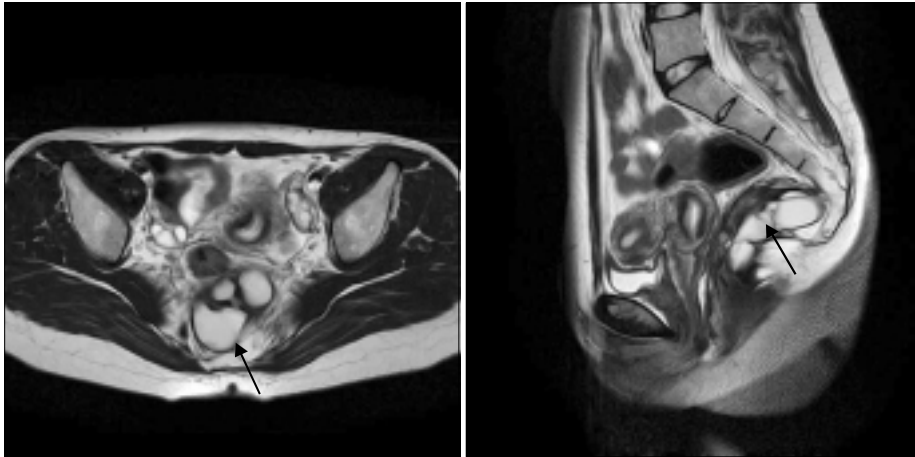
MRI reveals as well-circumscribed, thin walled, multi-loculated cystic mass in retro-rectal area, showing high signal intensity on T2 weighted axial (A) and sagittal image (B). Small fistular track is seen between tail-gut cyst and posterolateral wall of rectum (arrow).
